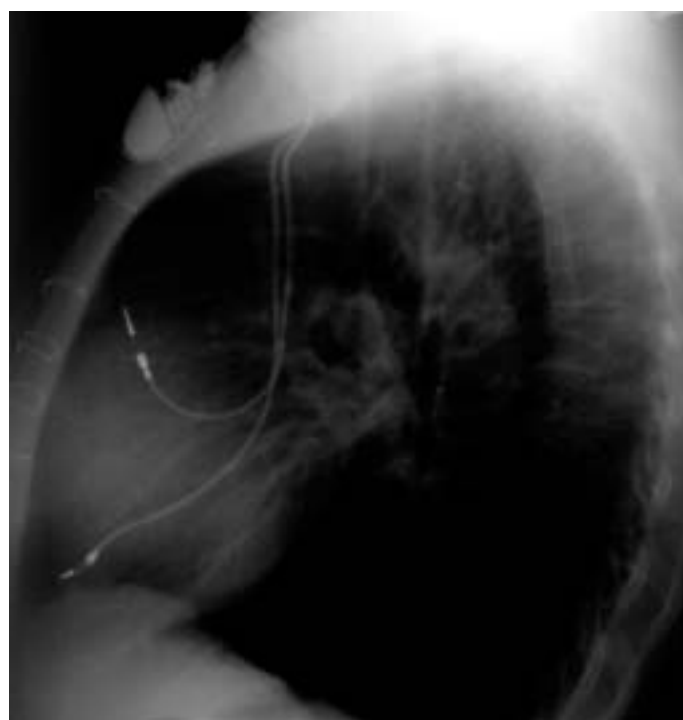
Idem paciente figura 5. Radiografía lateral. Cable auricular y ventricular en posición habitual
